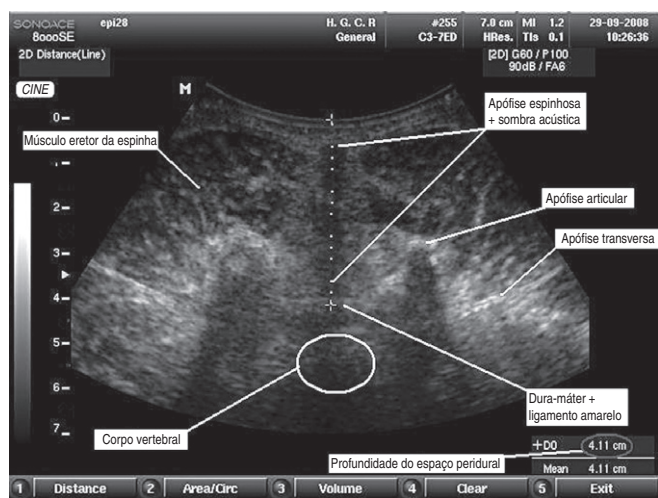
Ultrassonografia do Espaço Intervertebral L₃-L₄ na Abordagem Transversa Evidenciando as Estruturas Anatômicas Neuroaxiais e a Medida da Distância da Pele até o Espaço Peridural em Centímetros.
